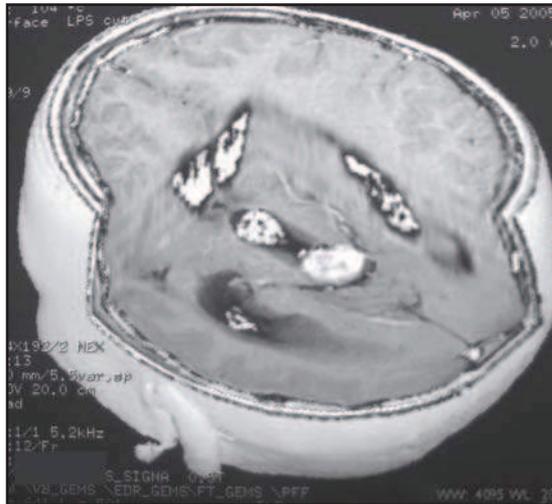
TDM cérébrale : vue en 3 D pour une tumeur de la région pinéale
